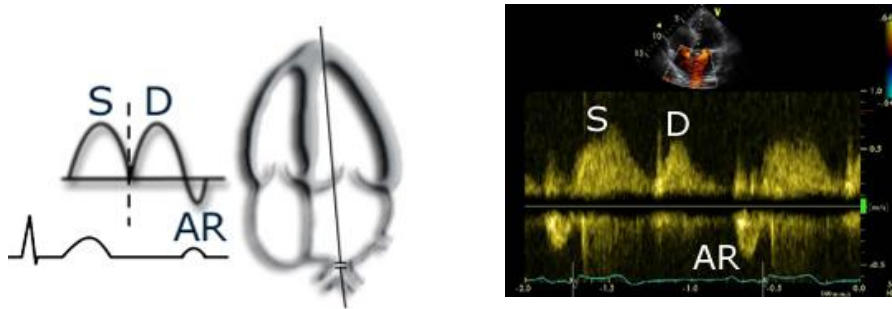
Colocación del doppler pulsado a nivel de las venas pulmonares, b) patrón de llenado del flujo venoso pulmonar (S>D). AR: onda de contracción auricular.
